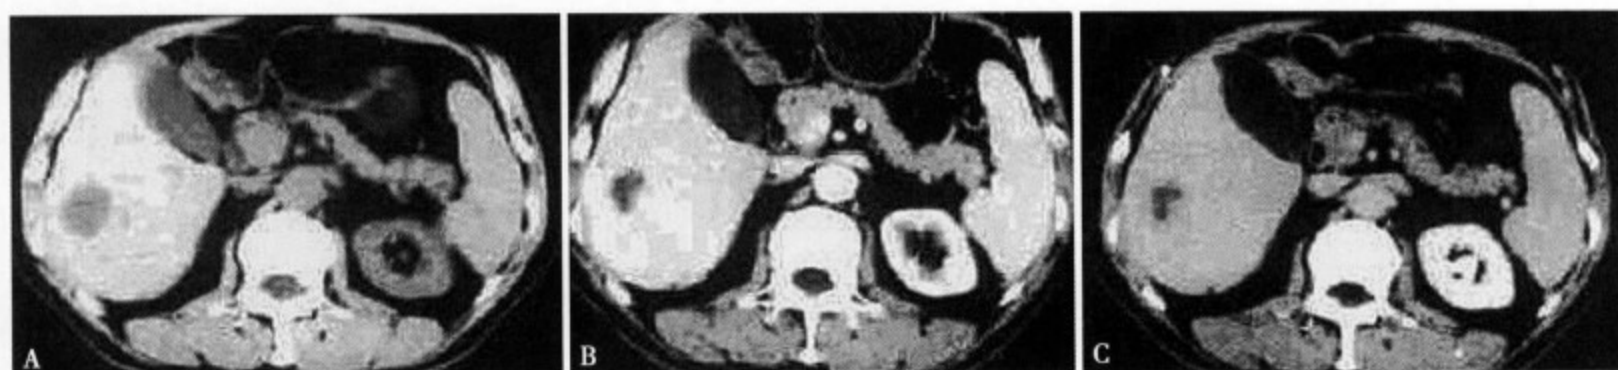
CT 平扫 (A) 肝右叶显示一圆形低密度灶，直径约 3cm，边缘尚清；增强 CT 动脉期 (B) 病灶显示不同程度的强化，边缘呈轻度分叶状，内部密度不均；门静脉期 (C) 病灶仍有不规则强化，且以中心部明显
